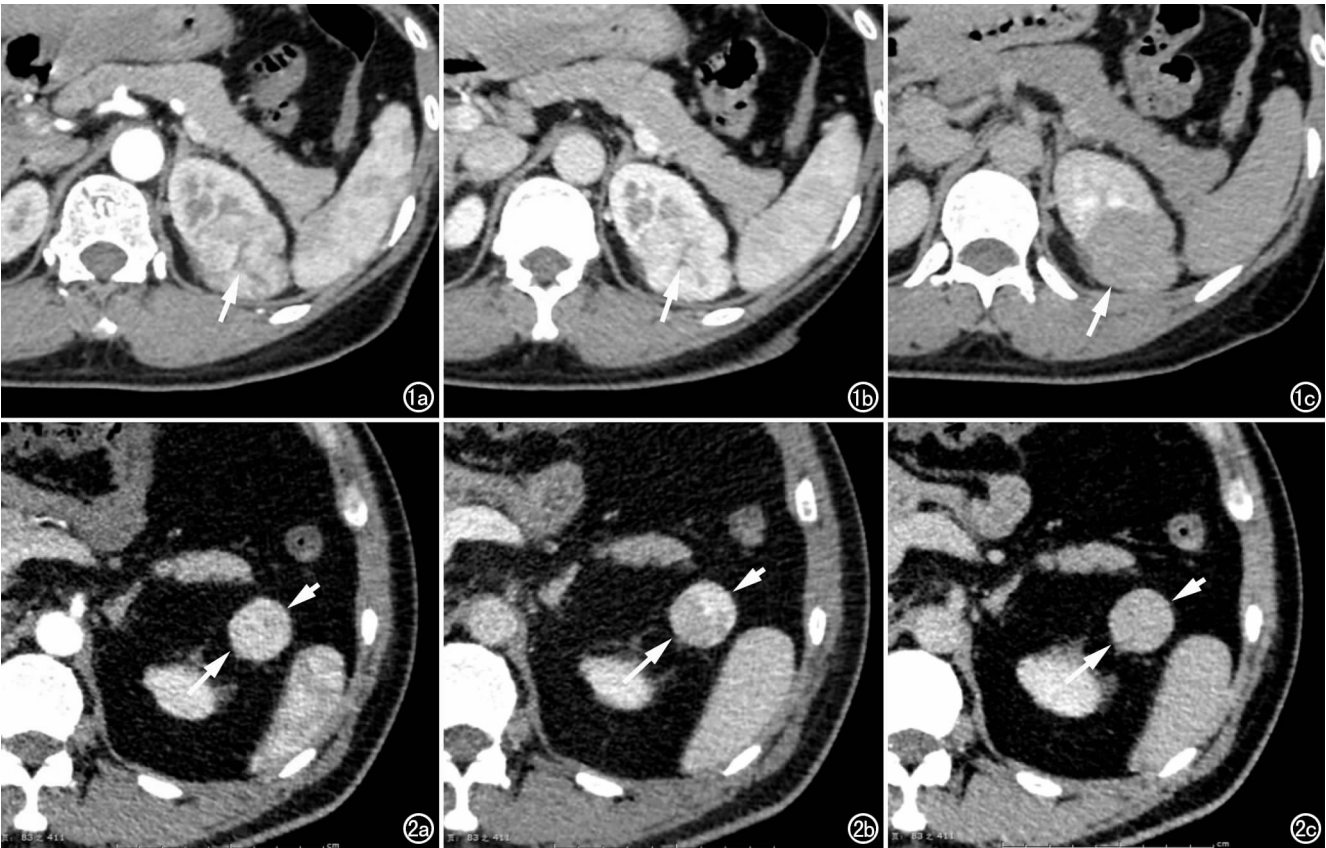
女,33 岁,RO。a) CT 增强扫描皮质期示病灶中心无明显强化星状瘢痕(箭); b) CT 增强扫描髓质期示病灶中心星状瘢痕仍无明显强化(箭); c) CT 增强扫描肾盂期示星状瘢痕与周围病灶实质强化相仿。
